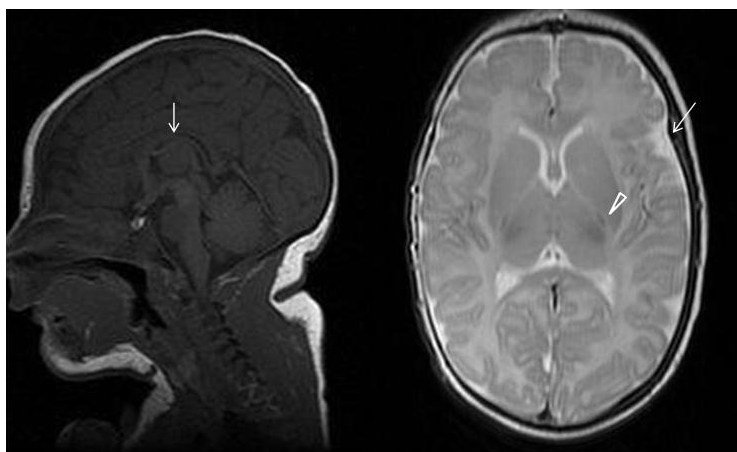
IRM del cervell a l'edat de 18 dies. Al tall sagital (esquerra) s'observa el cos callós prim (fletxa) amb una subtil reducció del volum del lòbul frontal. Al tall axial (dreta) es detecta un enxamplament asimètric dels espais temporals subaracnoidals (fletxa) i un retard en la mielinització a l'extrem posterior de la càpsula interna (punta de fletxa) i al cos callós.
